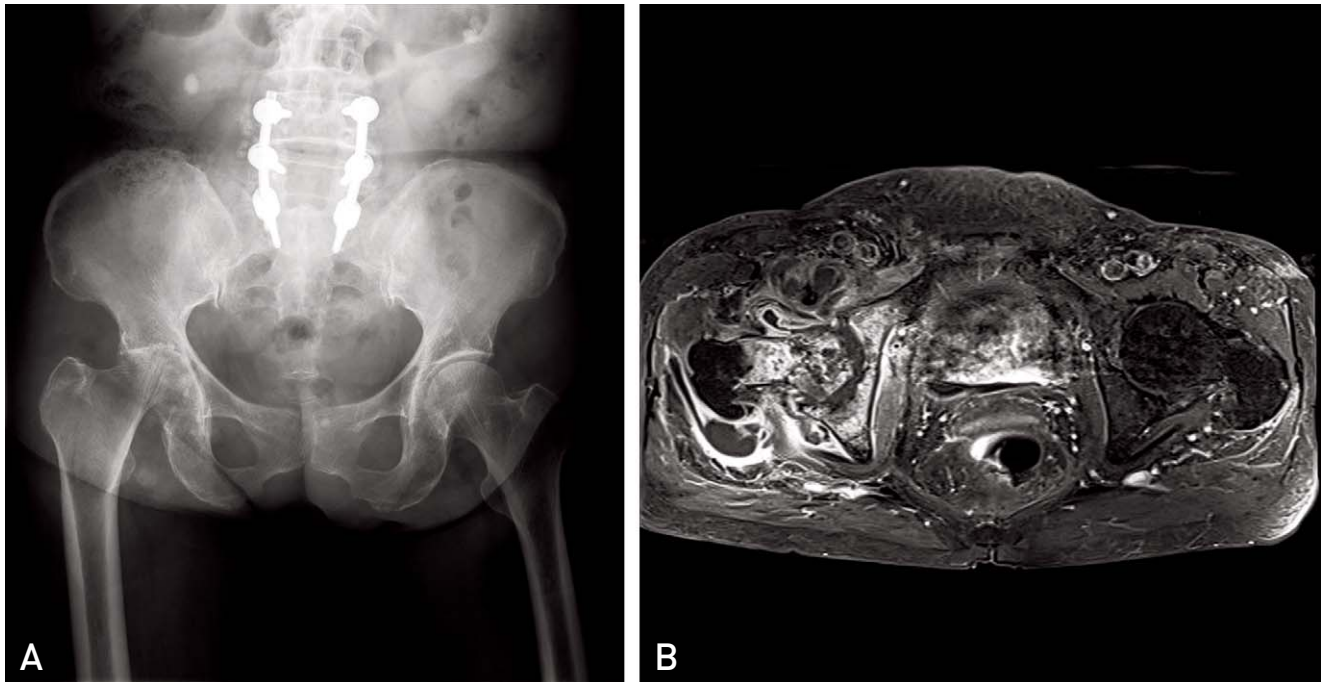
(A) Plain X-ray shows femoral head destruction with acetabular subchondral bone involvement in the right hip joint. (B) MRI shows septic arthritis and buttock abscess with psoas muscle involvement in the right hip joint.
